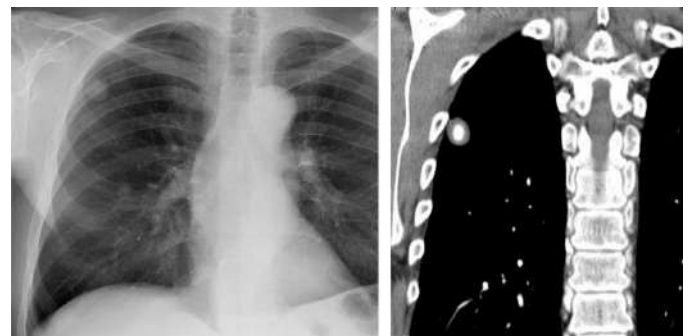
En la Rx observamos una imagen nodular, de bordes bien definidos localizada en LSD. En la TC se observa el mismo nódulo con calcificación central lo que sugiere el diagnóstico de hamartoma pulmonar.
